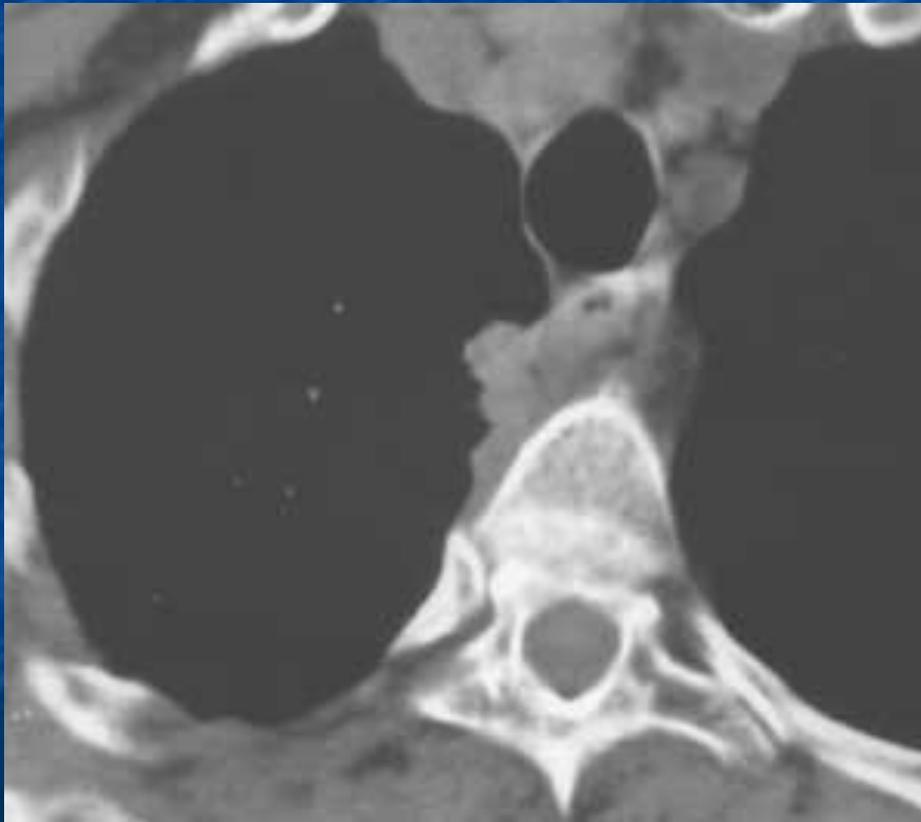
Кортико-плевральный рак. Справа - компьютерная томограмма, слева - реконструкция в сагитальной плоскости. Опухоль стелется вдоль позвоночника. Разрушены 2 позвонка, поперечные отростки и задние отрезки ребер.
